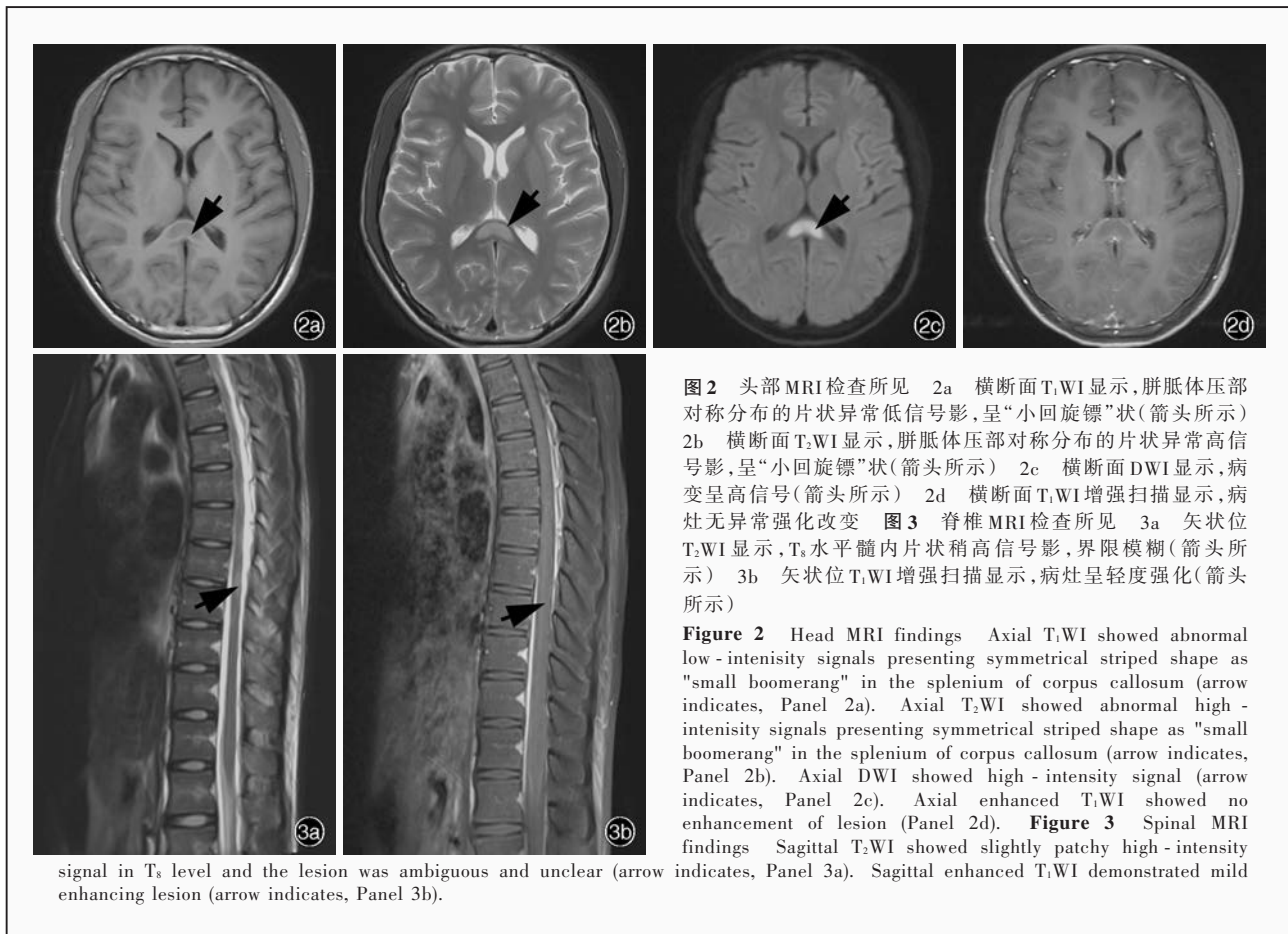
头部 MRI 检查所见 2a 横断面 T<sub>1</sub>WI 显示,胼胝体压部对称分布的片状异常低信号影,呈“小回旋镖”状(箭头所示) 2b 横断面 T<sub>2</sub>WI 显示,胼胝体压部对称分布的片状异常高信号影,呈“小回旋镖”状(箭头所示) 2c 横断面 DWI 显示,病变呈高信号(箭头所示) 2d 横断面 T<sub>1</sub>WI 增强扫描显示,病灶无异常强化改变 图 3 颈椎 MRI 检查所见 3a 矢状位 T<sub>2</sub>WI 显示, T<sub>8</sub> 水平髓内片状稍高信号影,界限模糊(箭头所示) 3b 矢状位 T<sub>1</sub>WI 增强扫描显示,病灶呈轻度强化(箭头所示)
